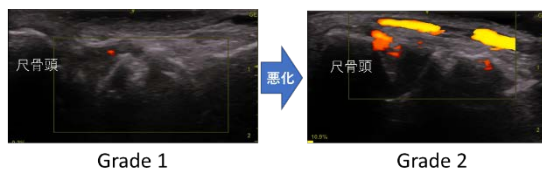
症例 2 の手関節の関節超音波画像の PD グレード
